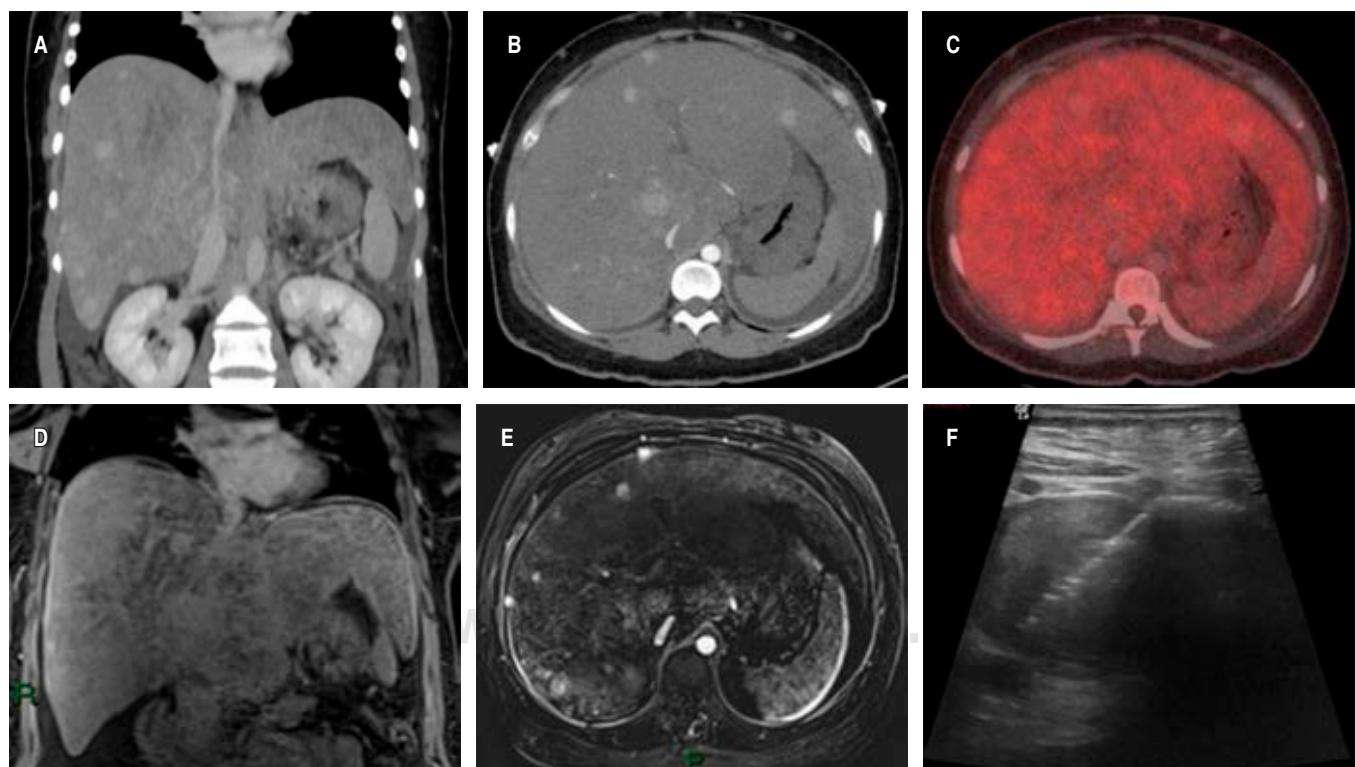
A) Tomografía computarizada con contraste en fase venosa que muestra incremento en dimensiones del hígado y presencia de imágenes nodulares de distribución difusa. B) Se muestra tomografía computarizada en fase arterial con nódulos hiperdensos; adicionalmente existe líquido libre abdominal. C) En Tomografía por Emisión de Positrones con Fluorodesoxiglucosa se observa que las imágenes nodulares no tienen metabolismo asociado. D y E) Resonancia magnética en secuencia T1 saturación de grasa simple y con contraste respectivamente, en la cual se corrobora la hepatomegalia y presencia de imágenes nodulares de distribución difusa y con realce arterial. F) Se realizó biopsia guiada por ultrasonido de una lesión nodular localizada en segmento VI.
